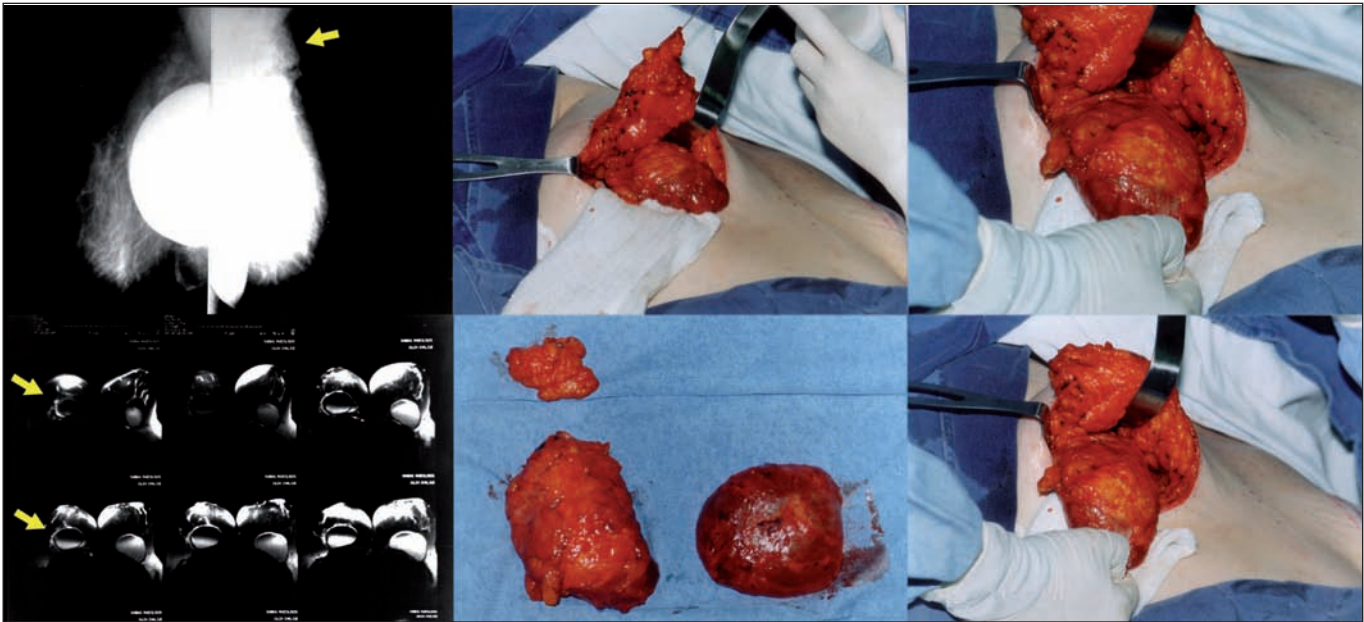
Mamografía con signos de rotura de prótesis dcha. Intraoperatorio con imagen de la extracción de la prótesis derecha rota y de la capsulectomía total. Resonancia Magnética con signos de rotura de prótesis derecha. Prótesis explantadas con cápsula y siliconomas extirpados de mama derecha.
